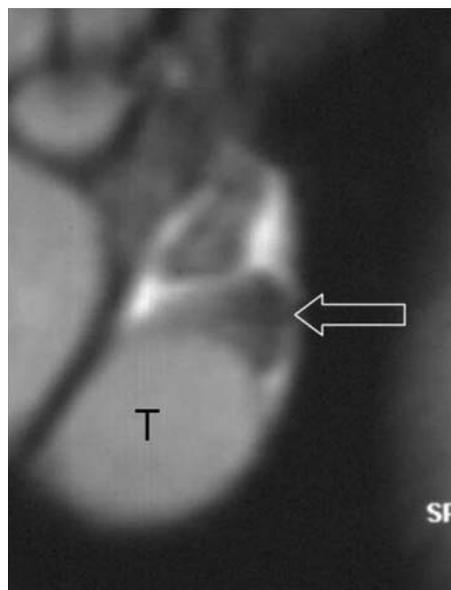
Anatomia normale. Immagine sagittale RM, T2 pesata, di testicolo ed epididimo normali. Il testicolo (T) ha struttura omogenea. La testa dell'epididimo (freccia) ha aspetto ipointenso
